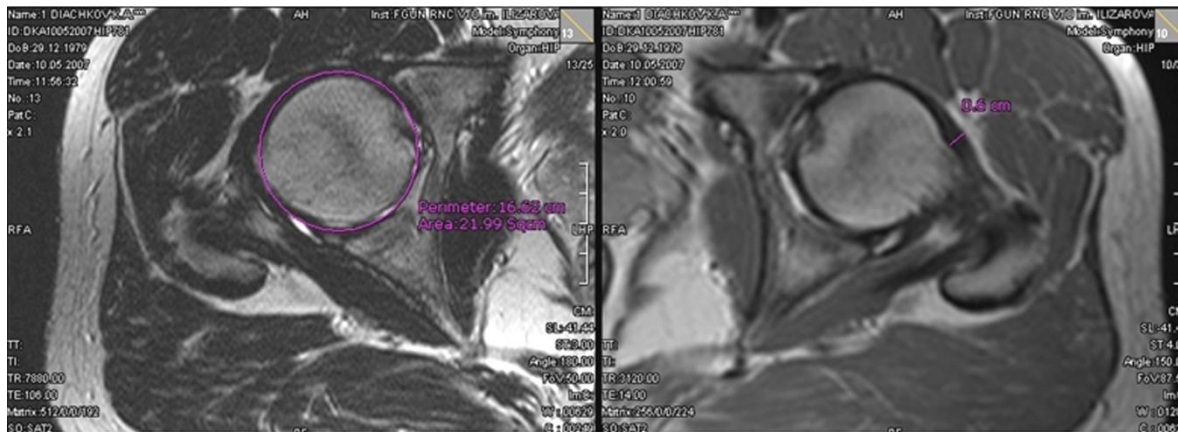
МР томография, аксиальные срезы области тазобедренных суставов Т2 и Т1. Измерение площади сечения головки, толщины капсулы сустава
